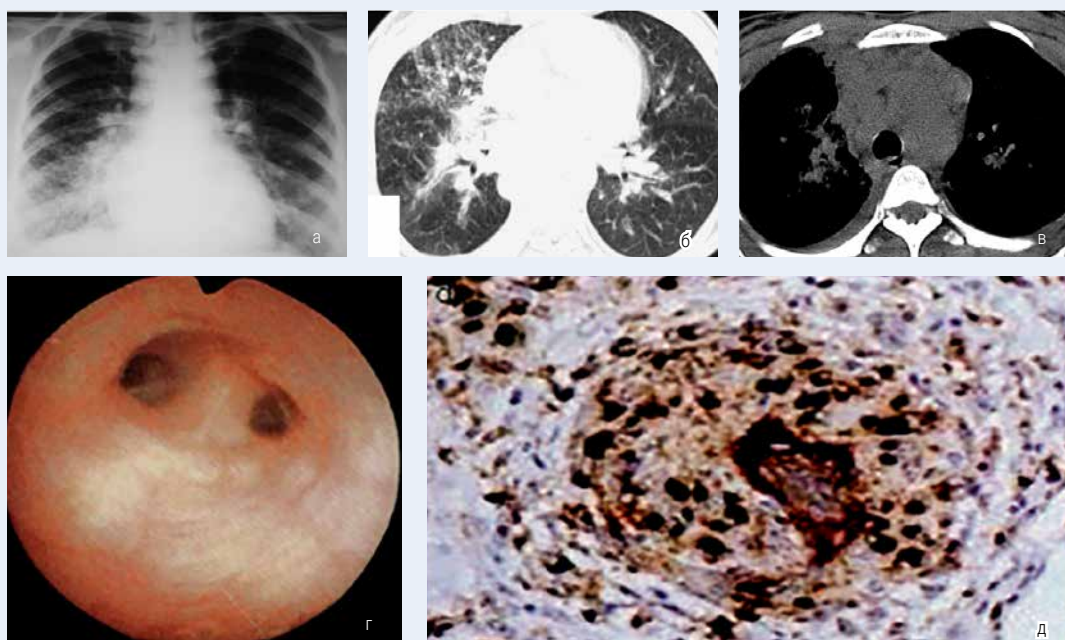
Больной В., 34лет. Саркоидоз органов дыхания: а - прямая рентгенограмма; б, в - СКТ. В средней доле и С8 мелкоочаговые тени гранулем, двустороннее увеличение ВГЛУ, г - инфильтративное поражение слизистой оболочки специфической этиологии; д - морфологическое исследование биопсийного материала - гигантоклеточные эпителиодные гранулемы
